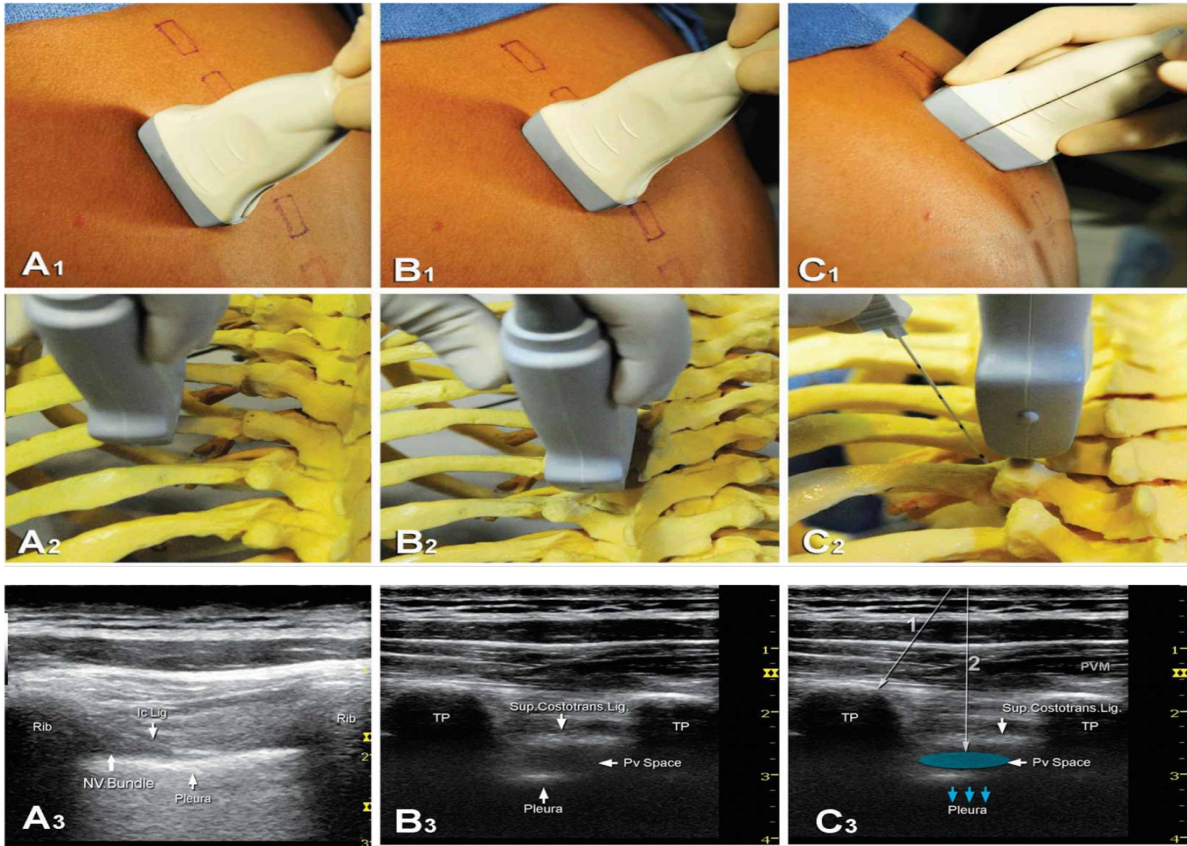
PVA anatomisinin illüstrasyonu (<https://www.nysora.com/ultrasound-guided-thoracic-paravertebral-block/>)
